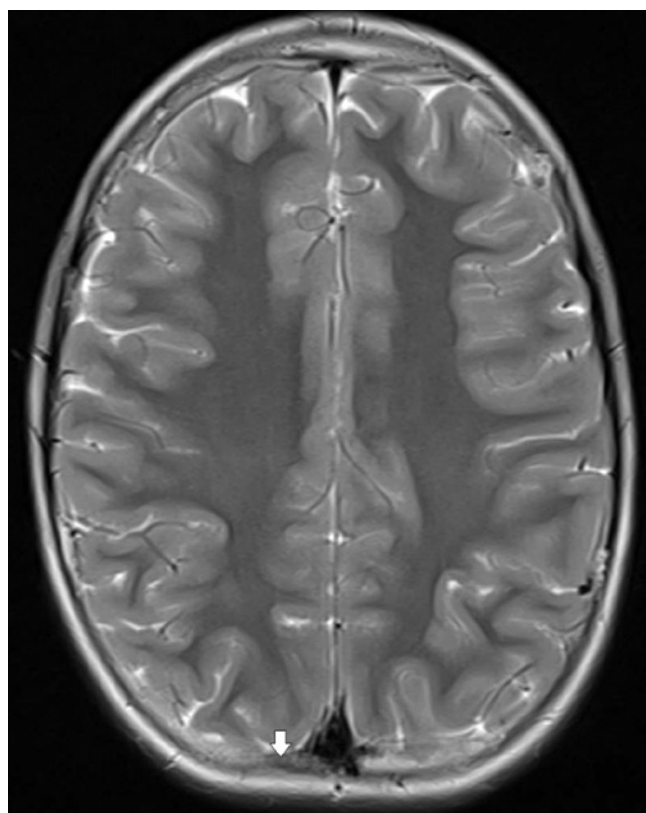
Follow-up ultrasound of the skull 14 months after the initial presentation. Apart from a minor residual contour irregularity (white arrows), there is no residual skull defect
